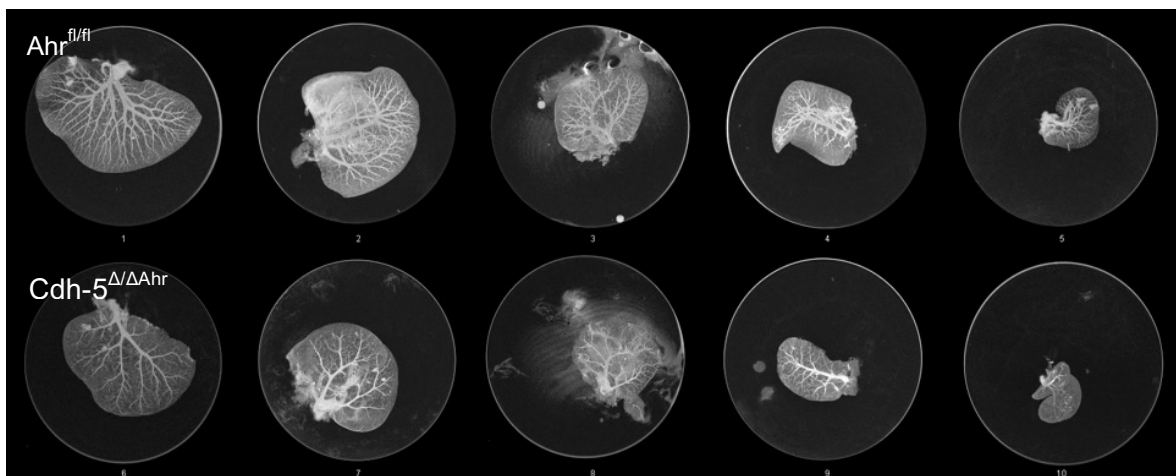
MRT-graphische Darstellung der Gefäße der einzelnen Leberlappen einer $Ahr^{fl/fl}$ - (oben) und einer $Cdh-5^{\Delta/\Delta Ahr}$ -Maus (unten).
